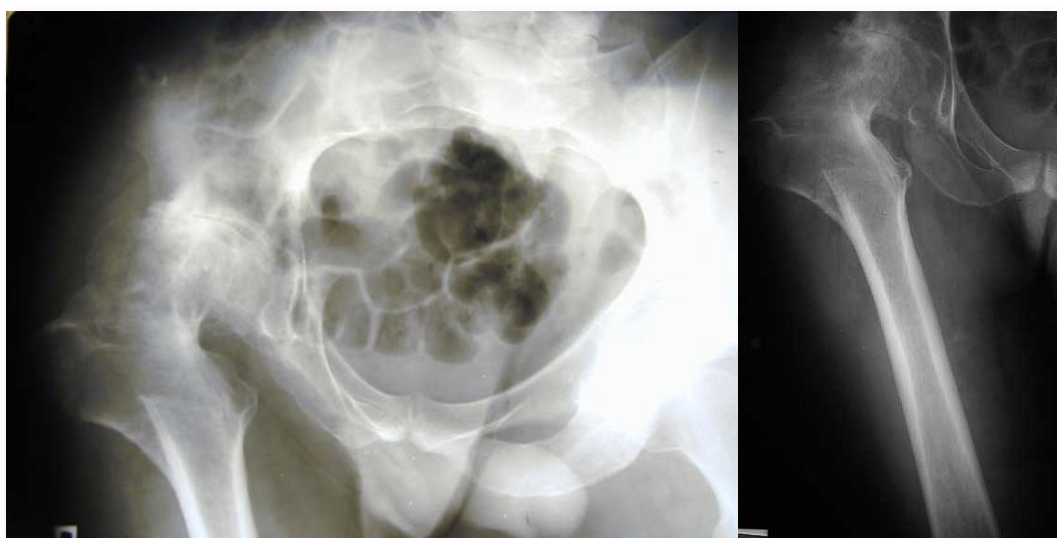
Рентгенограммы больного М., угол  $\beta = 23^0$
